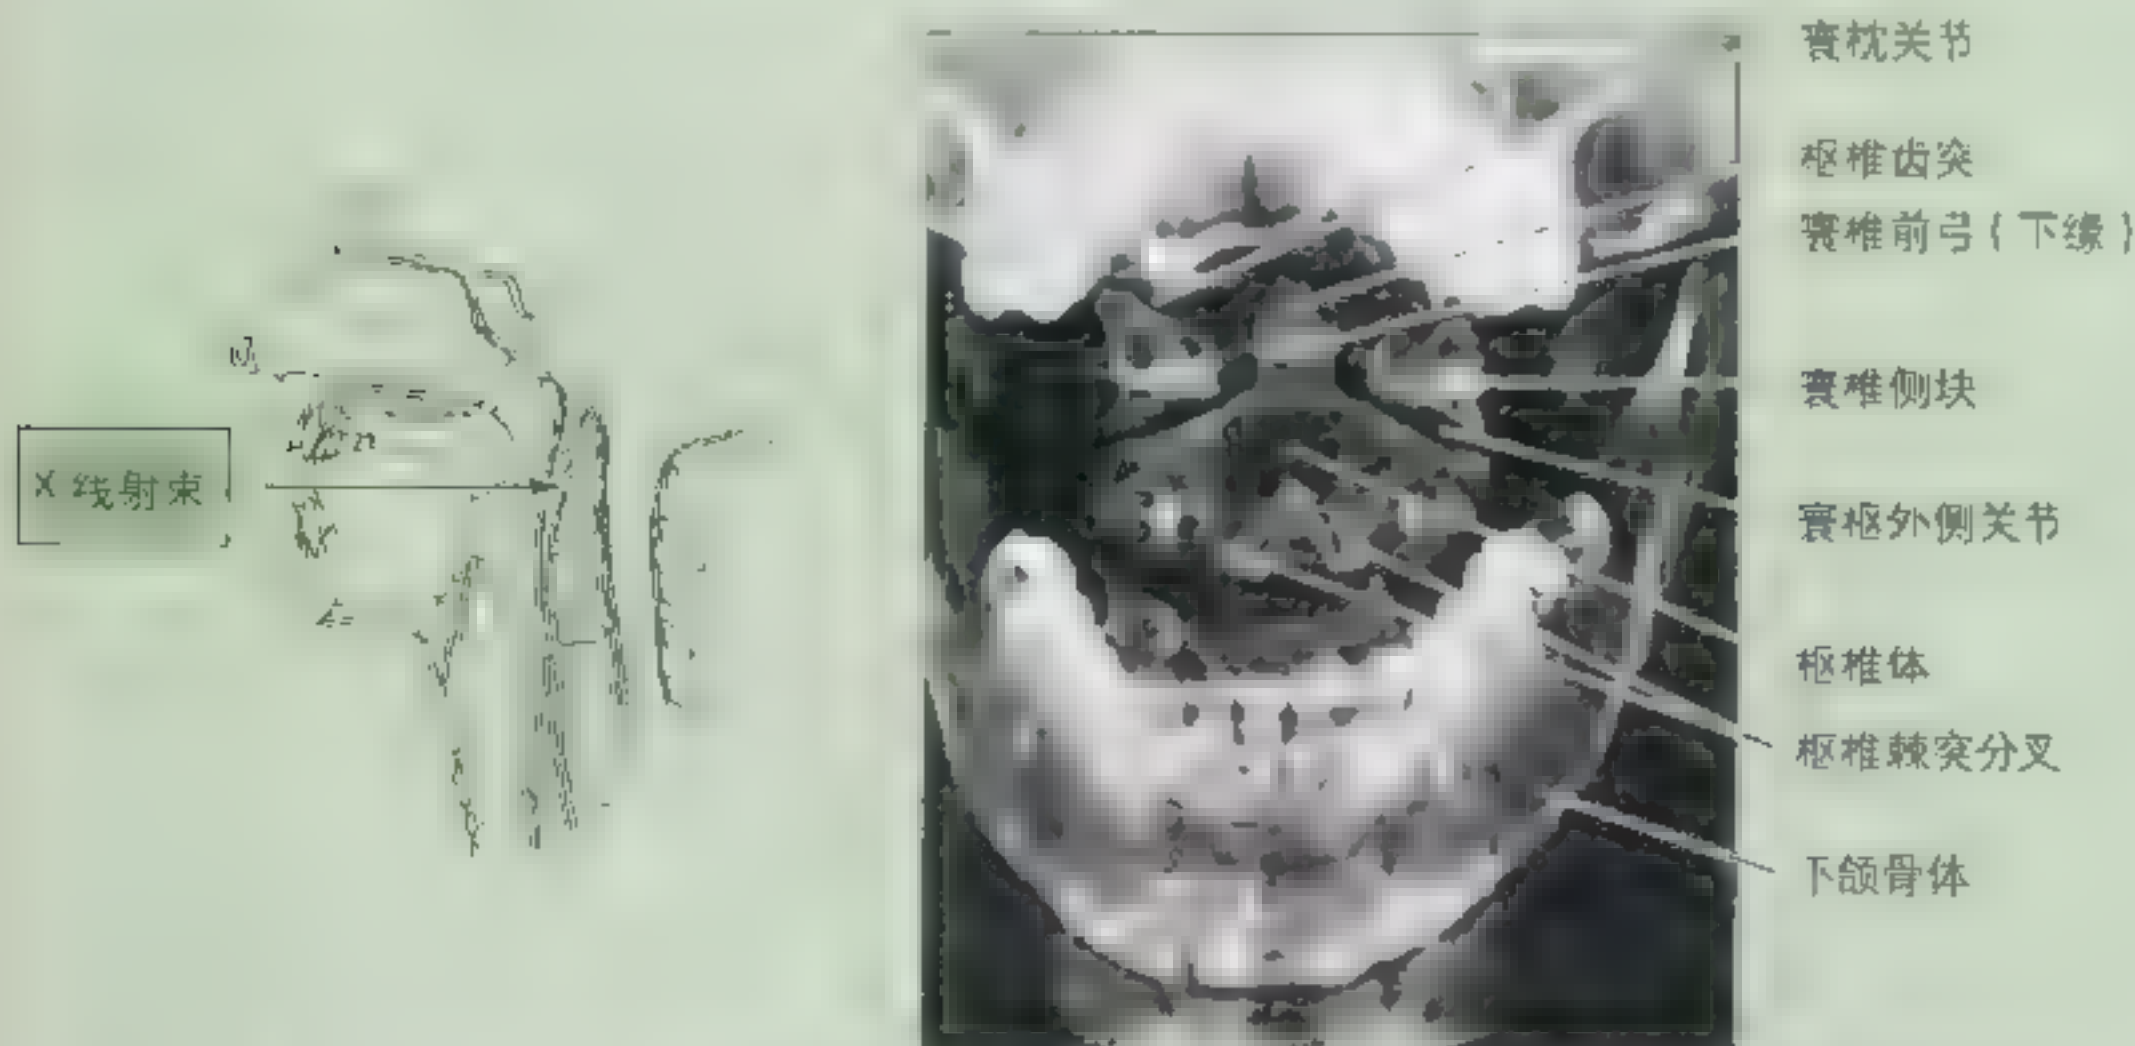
脊柱颈上部的前后位X线片 图中白色区域显示,X线穿过空气(黑色)拍摄到的寰椎前弓、侧关节和枢椎体及向上突入寰椎侧块之间的枢椎齿突
